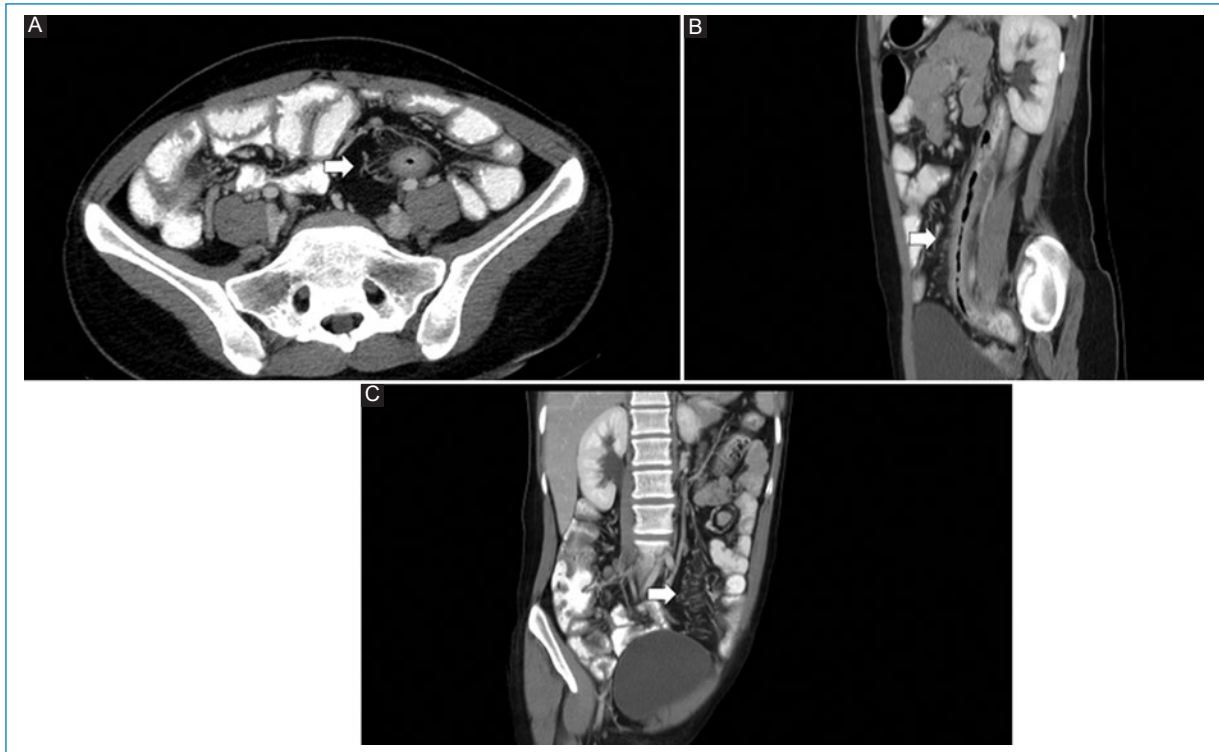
Mujer de 34 años con diagnóstico de colitis ulcerativa. Imágenes de TC multicorte con contraste intravenoso, que muestran engrosamiento y realce intenso del colon izquierdo asociado a prominencia y rectificación de los vasos mesentéricos (flecha). A: corte axial. B: reconstrucción sagital oblicua, reconstrucción coronal oblicua. C: con proyección de máxima intensidad.
